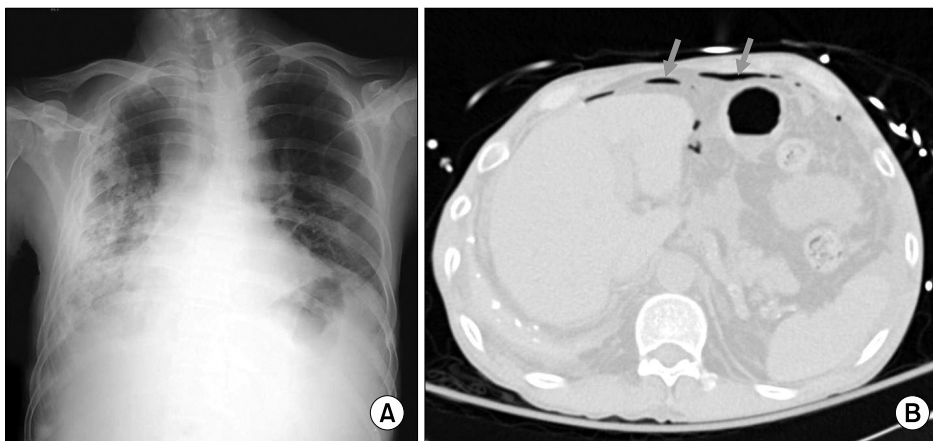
(A) Chest X-ray and (B) abdominal computed tomography (CT) scan in the emergency room. In chest X-ray did not show the subdiaphragmatic free air representing bowel perforation. Right lung showed the posttuberculosis sequelae with fibrosis and atelectasis combined with pleural effusion. In CT scan showed the intraperitoneal free air (arrows), and the focus of perforation was not defined.
